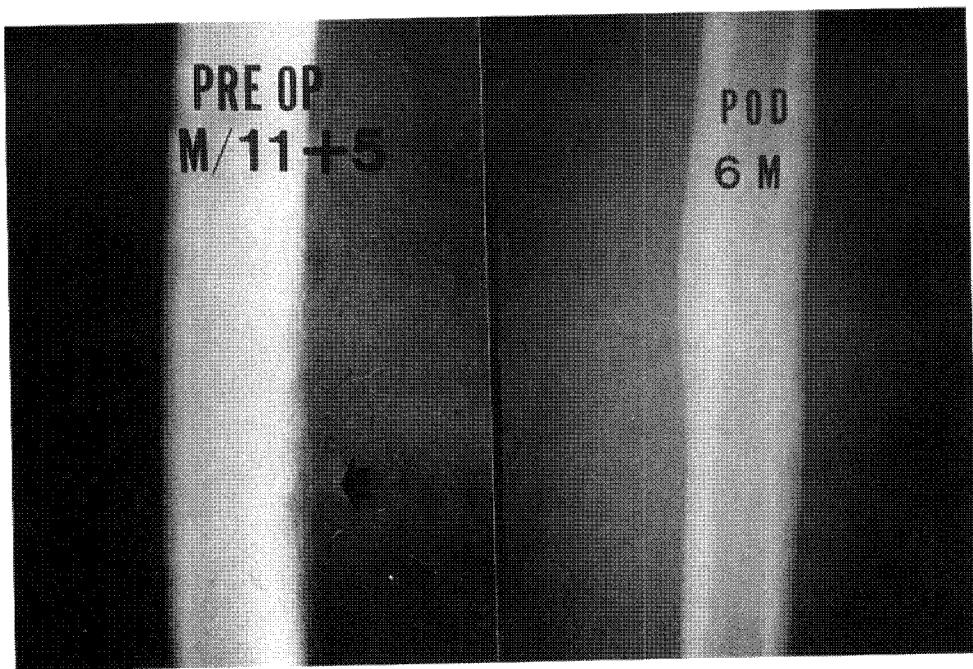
The initial roentgenogram of 11 years and 5 months old male shows type 3 subacute osteomyelitis of diaphysis of femur. Radiograph of postoperation 6 months shows completely healed lesion.
